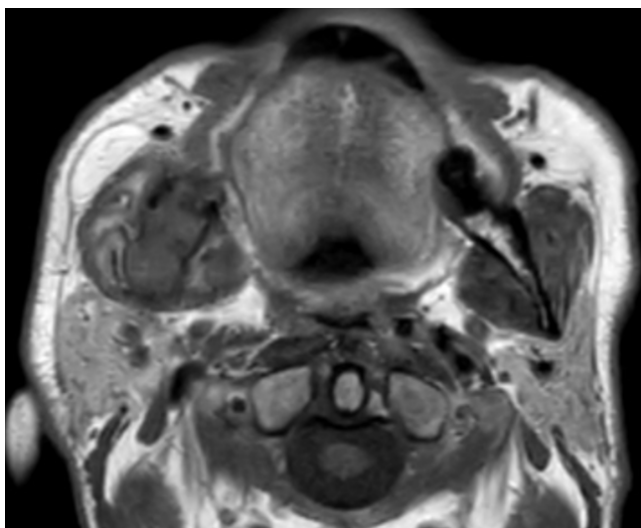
RMN facial. Lesión osteolítica, con componente de partes blandas, que infiltra rama, ángulo y porción posterior del cuerpo mandibular derecho. Incipiente infiltración nervio mandibular en su entrada a través del foramen mandibular.
